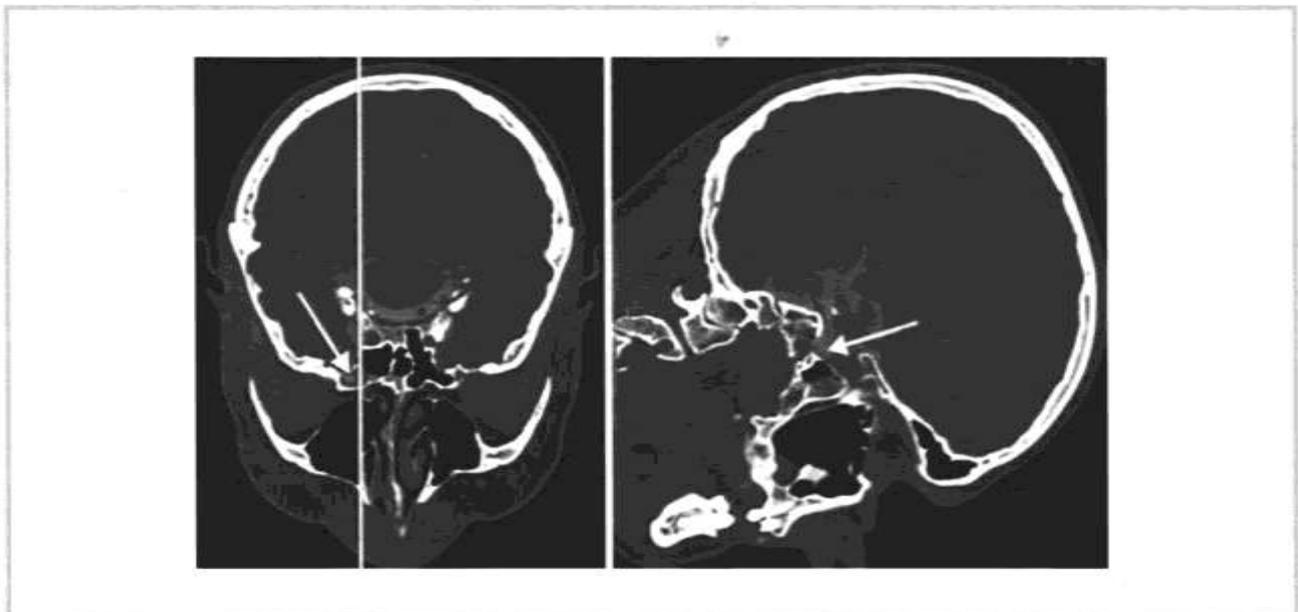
КТ-цистернография. Костный дефект в области латерального кармана левой клиновидной пазухи (указан стрелкой).
